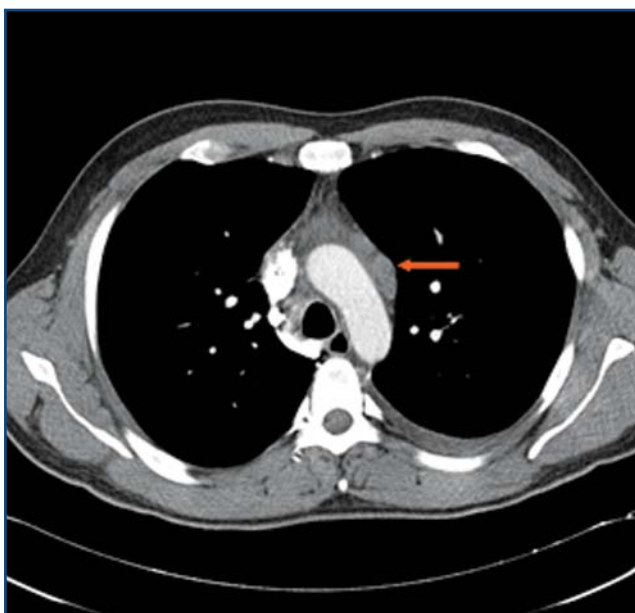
TC torácico con contraste intravenoso: adenopatías mediastínicas (flechas)
